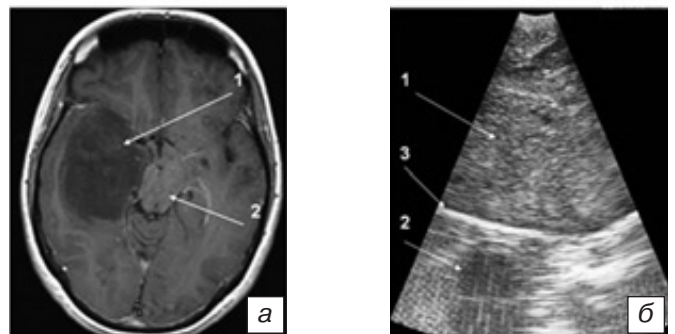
Пилоцитарная астроцитомы (1 степень злокачественности, Grade I): *a* — МРТ в T1-взвешенном изображении, аксиальная проекция. Определяется астроцитомы (1) правой височной доли, не накапливающая контраст, без перифокального отека, компримирующая ствол мозга (2); *б* — интраоперационная сонография (ИС) до вскрытия ТМО. На полученном изображении хорошо визуализируется гипоэхогенная ткань опухоли (1), с ровными, умеренно четкими границами. Опухоль плотно прилегает к намету мозжечка (гиперэхогенная белая полоса) (3). Хорошо виден ствол мозга (2). Fig. 1. Pilocytic astrocytoma (Grade I): *a* — MRI, T1, axial view. There is the astrocytoma (1) in the right temporal lobe, without contrast accumulation and perifocal edema, causing the compression of brainstem (2); *б* — intraoperative sonography before opening the dura mater. The hypoechoic tumor tissue (1) with straight and moderate distinct borders is well seen on performed image. The tumor is tightly adjacent to tentorium of cerebellar (hypoechoic white zone) (3). The brainstem is well detected (2).
